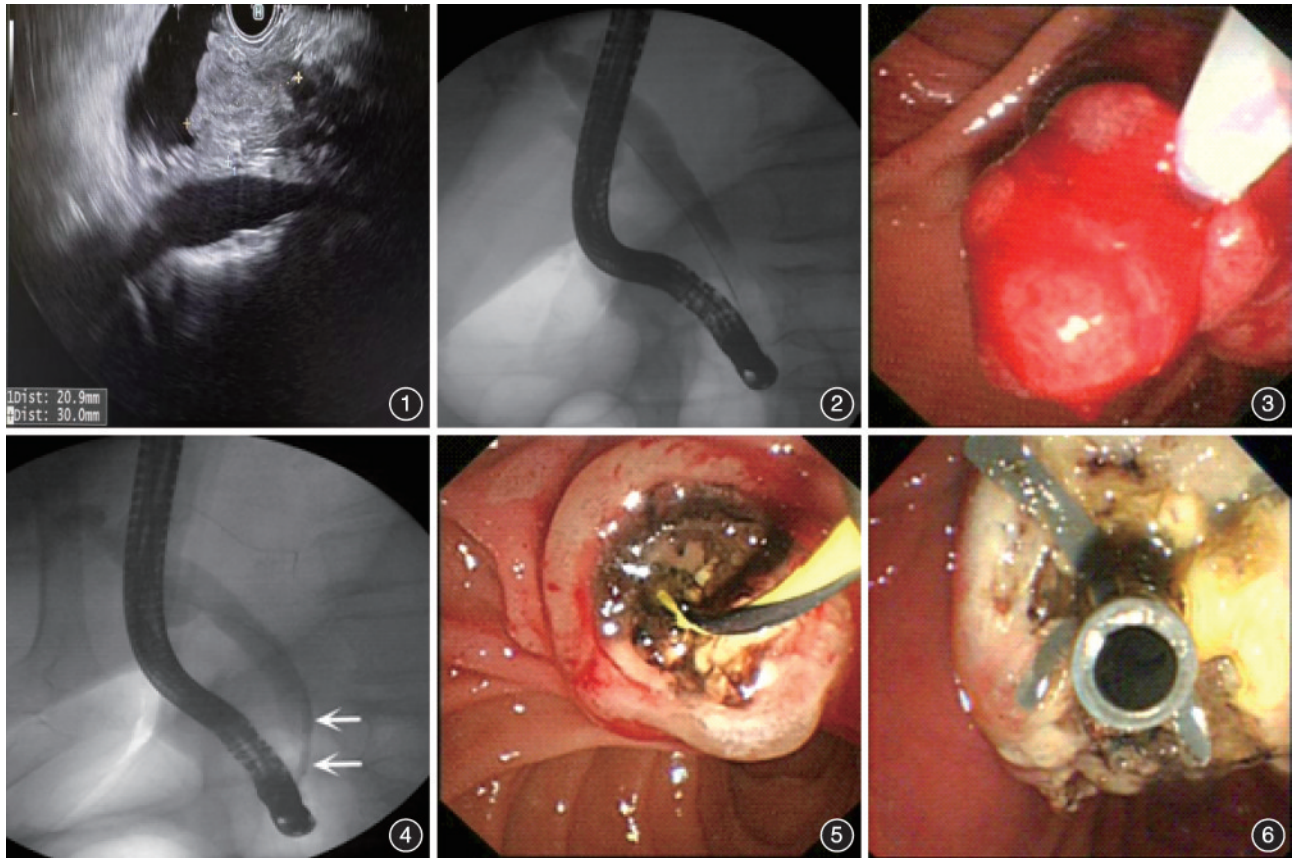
内镜超声显示十二指肠乳头低回声影,回声欠均匀,胆总管扩张,肿瘤有胆管内侵犯 $\geq 1$  cm 图2 经内镜逆行胰胆管造影见胆总管扩张,胆管下段狭窄 图3 使用标准圈套器行内镜下十二指肠乳头切除术 图4 内镜下十二指肠乳头切除术后行射频消融术(RFA),将RFA导管在X线引导下置于胆总管远端,图中白色箭头所指处为射频消融导管头端 图5 射频消融后见十二指肠乳头周围肿瘤组织白色凝固坏死 图6 置入胆管塑料支架
